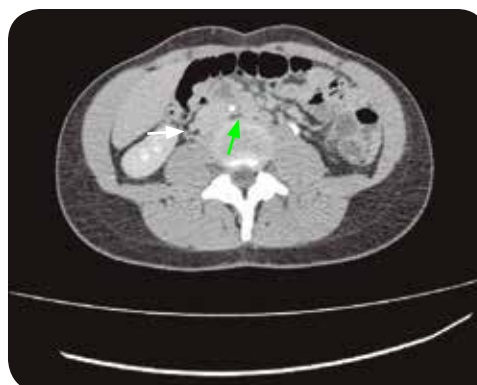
TAC corte axial con medio de contraste, fase de eliminación: El uréter derecho (flecha verde) se aprecia en situación anterior y medial a la vena cava (flecha blanca).
